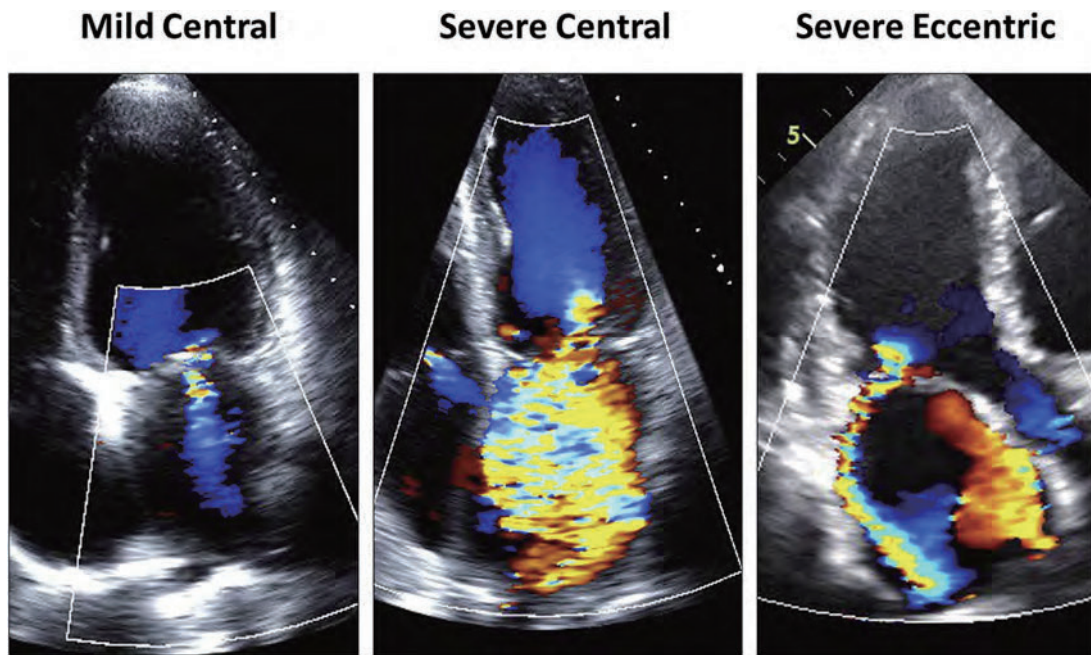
軽症 MR と重症 MR（非偏在性と偏心性）のカラー Doppler 所見。偏在性で左房壁に吹き付ける逆流ジェットの場合、ジェット面積は小さいが、流れの収束および VC は大きく、逆流の重症度診断に注意を要する。
